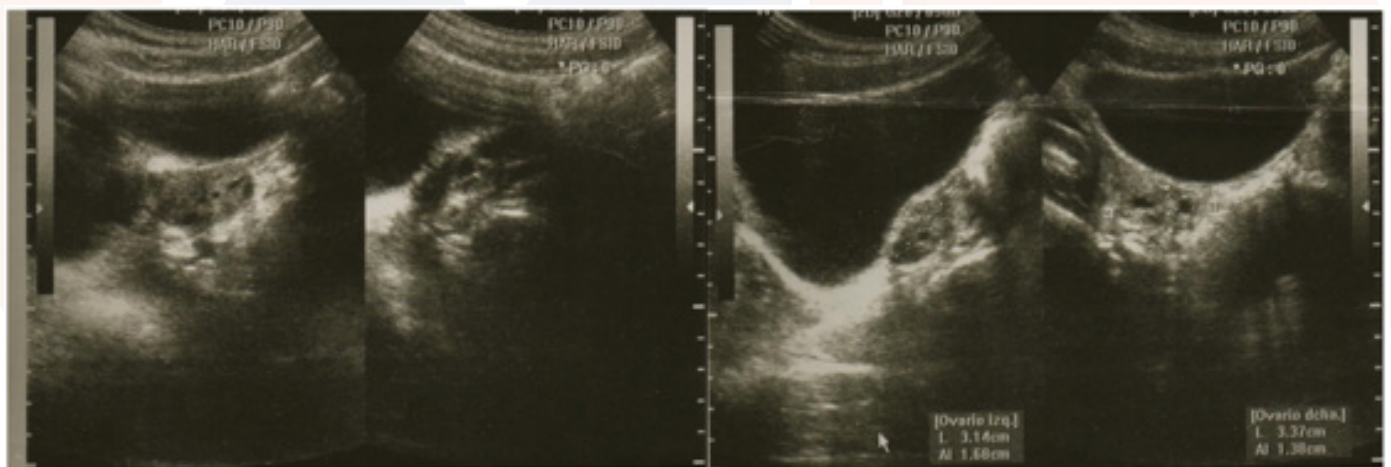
Ecografía pélvica realizada el 21/11/2016 que reporta:
